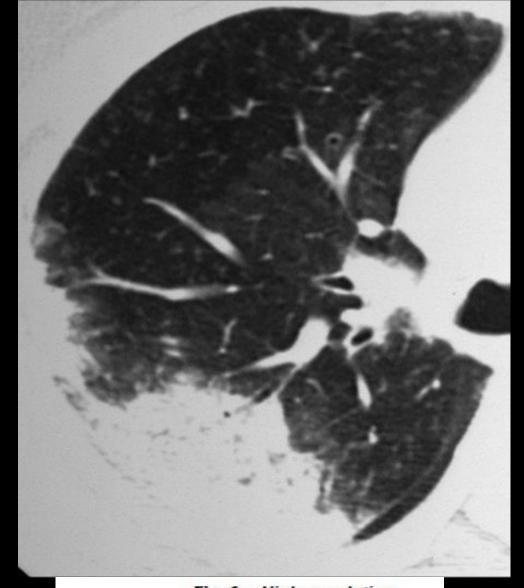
High-resolution CT scan of 49-year-old woman receiving sodium cromoglycate for asthma shows air-space consolidation in periphery of right upper lobe.
